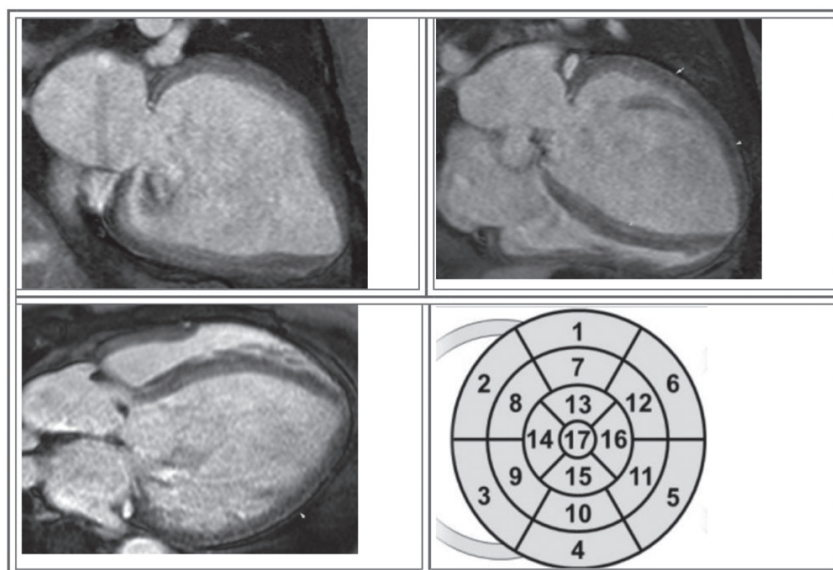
MRI of the heart (critical aortic stenosis with diffuse cardiac fibrosis)
